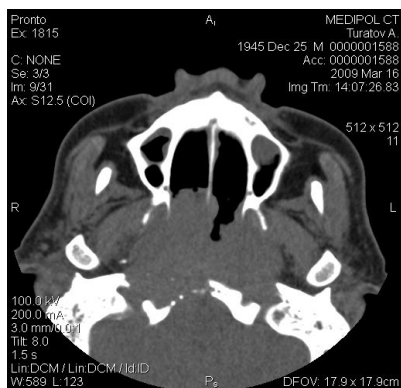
КТ 6-го Т-ва, 45 лет, с плоскоклеточным неороговевающим раком носоглотки, исходящим из ее задне-боковой стенки справа
